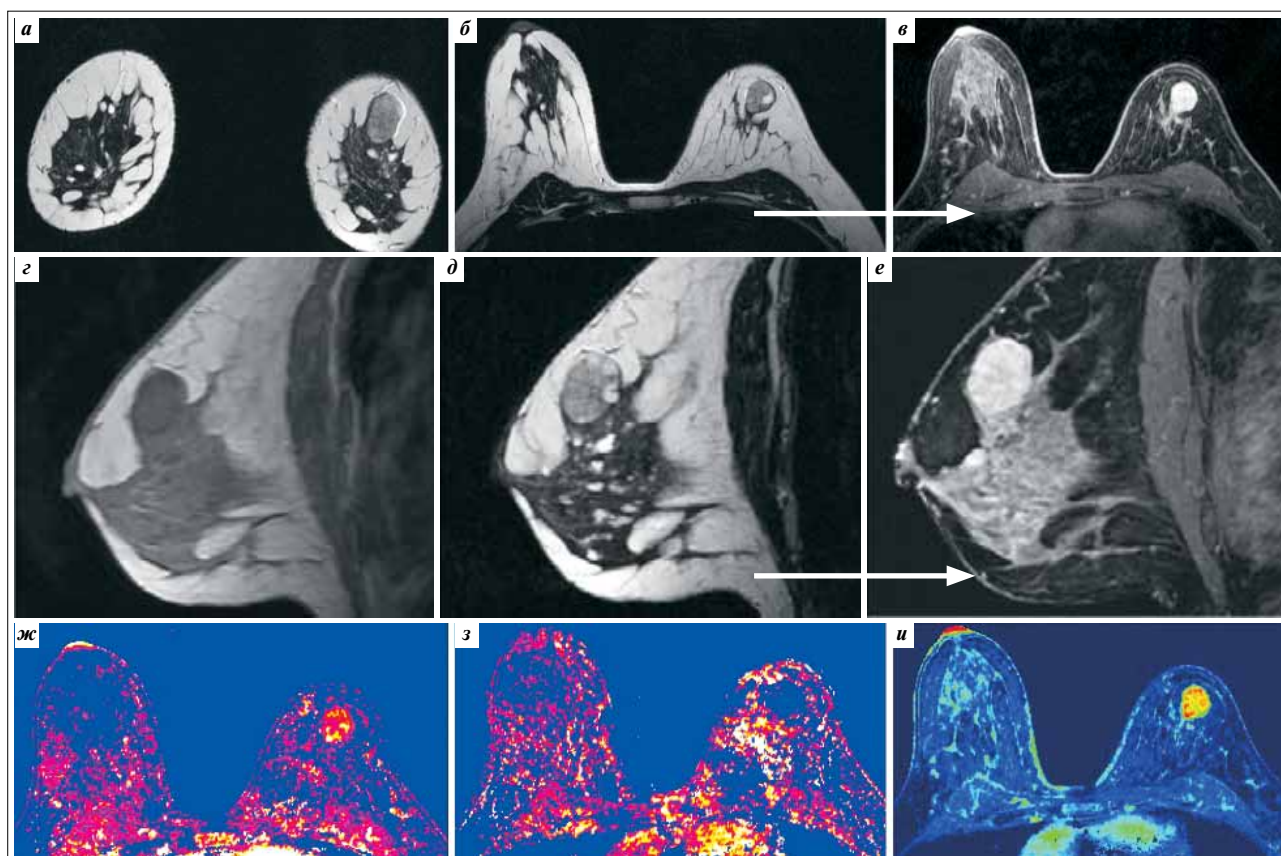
МР-маммограммы больной К., 35 лет. Крупная ФА левой МЖ. На преконтрастных изображениях определяется округлое образование достаточно однородной структуры, имеющее изоинтенсивный сигнал на T2-ВИ (а, д) и слабопониженный — на T1-ВИ (б, з), при динамическом контрастном усилении достаточно равномерно накапливает парамагнитное КВ (в, е). При построении цветных перфузионных карт ФА характеризуется накоплением КВ в первые минуты (ж, wash-in) с последующей задержкой вымывания на фоне неизменной ткани МЖ в результате аккумуляции КВ в межтканевом пространстве (з, wash-out), что более отчетливо определяется на перфузионной карте (и, PEI)
